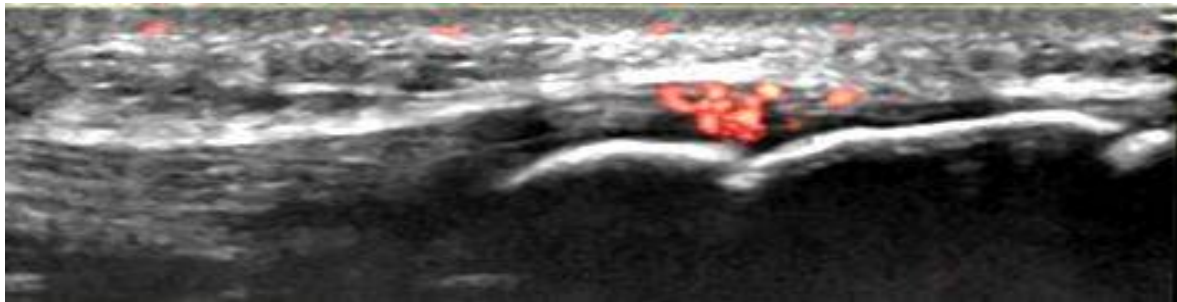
coupe sagittale sur Doppler énergie centrée sur la TTA objectivant une hyperhémie du tendon rotulien.
